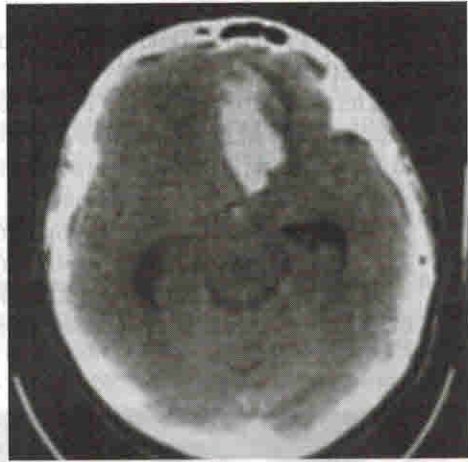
КТ: ВМК левой лобной доли на фоне разрыва аневризмы ПСА
